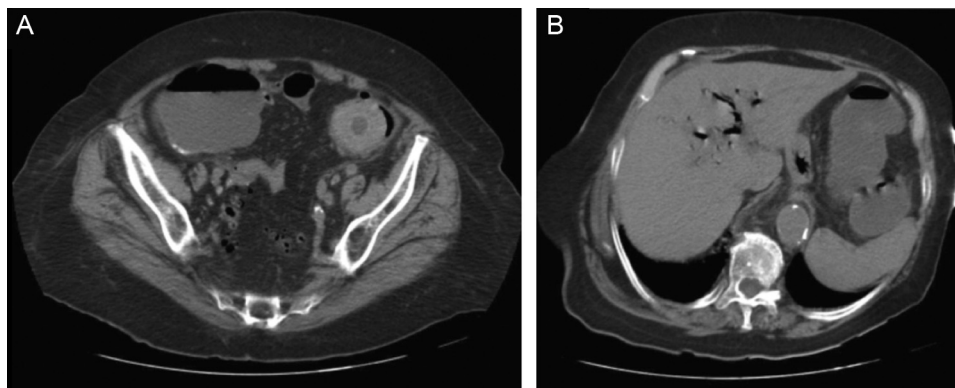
A y B) Imagen de la tomografía axial computada con cálculo enclavado en sigma y aerobilia.
